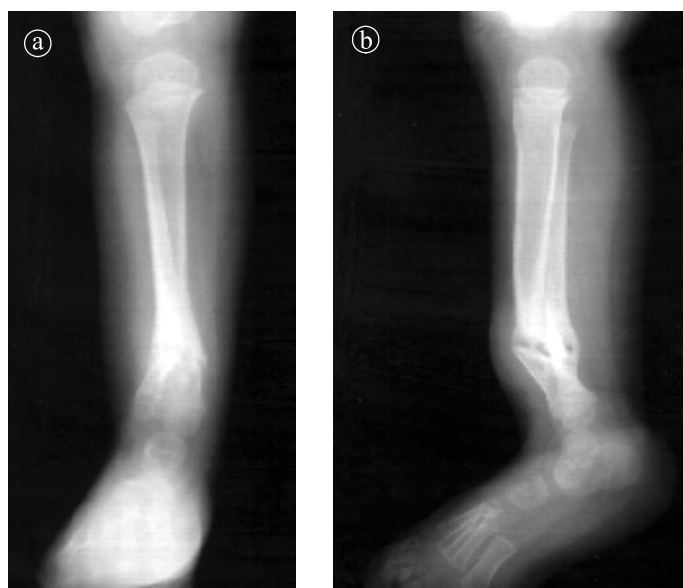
8. Pseudartroza congenitală a tibiei și fibulei. Radiografie gambă stângă a) AP, b) LL.
